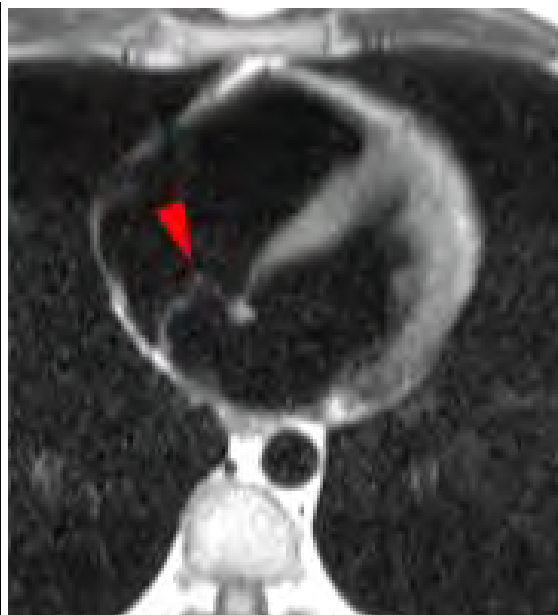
IRM myocardique retrouvant un ASIA
